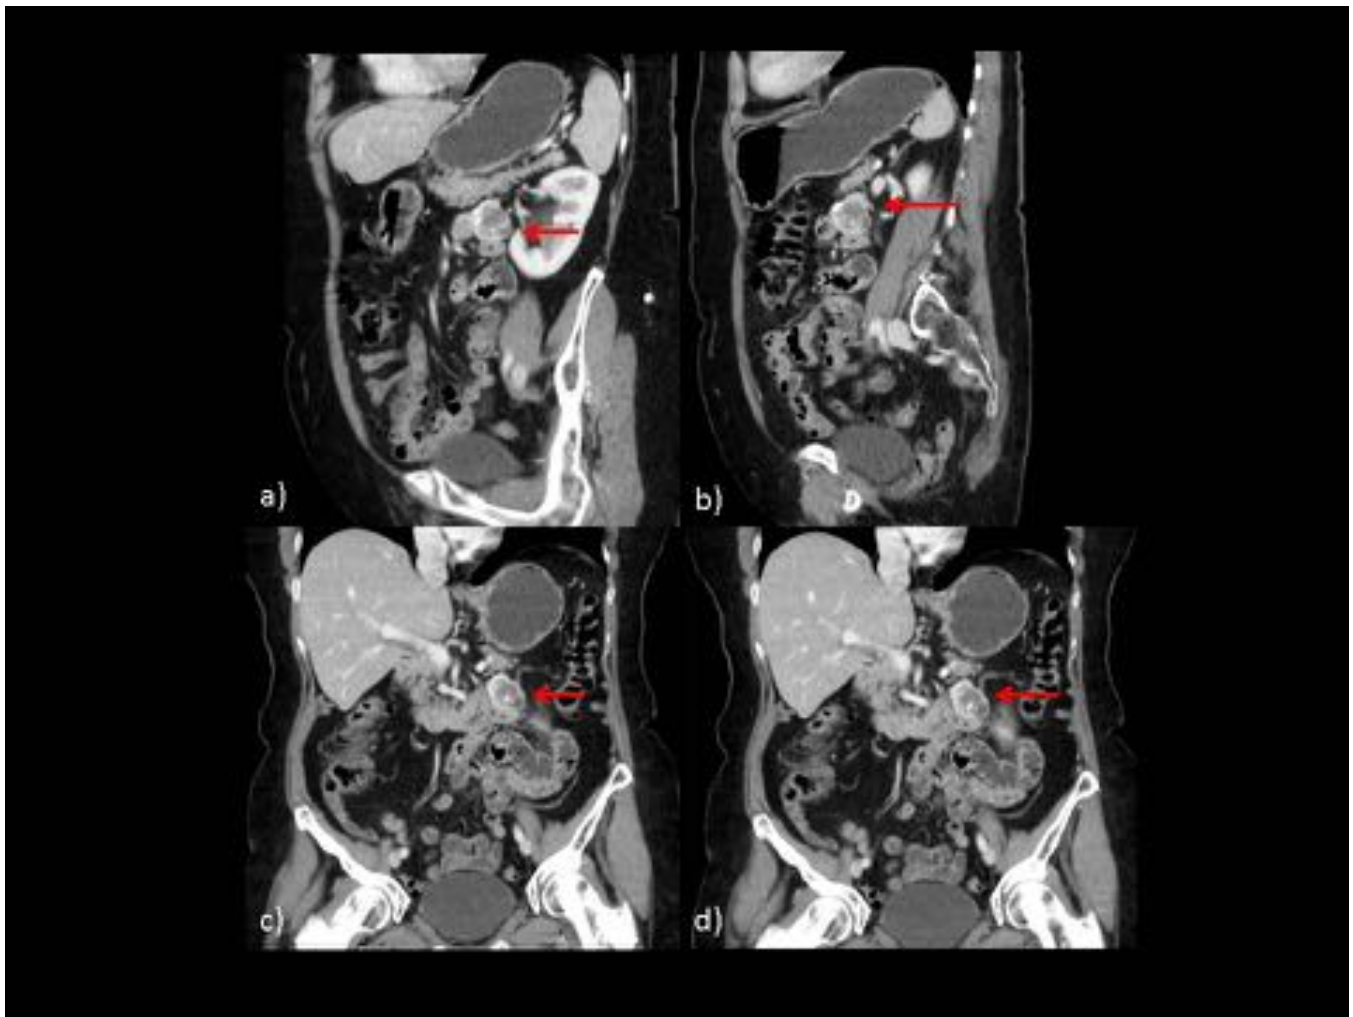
TC con CIV, imágenes sagitales (a,b) y coronales (c,d). Mismo paciente que en fig 10. Masa dependiente de asa yeyunal exofítica hacia cavidad abdominal, con calcificaciones groseras y realce heterogéneo (flechas rojas) con zonas hipodensas/necróticas. GIST yeyunal.
